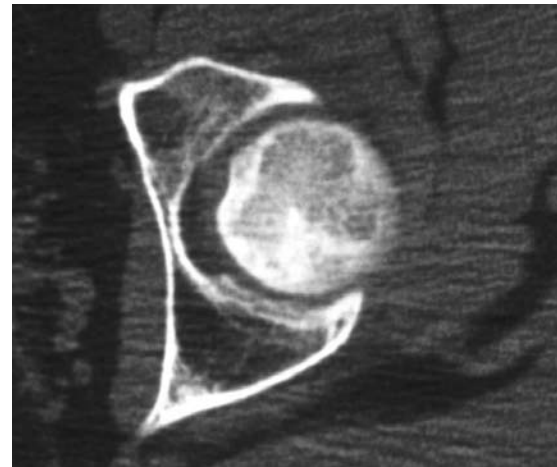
Subchondrale Sklerose im CT des Hüftkopfes landkartenähnlich erkennbar, Corticalis soweit auf diesem Schnitt erkennbar noch nicht eingebrochen
